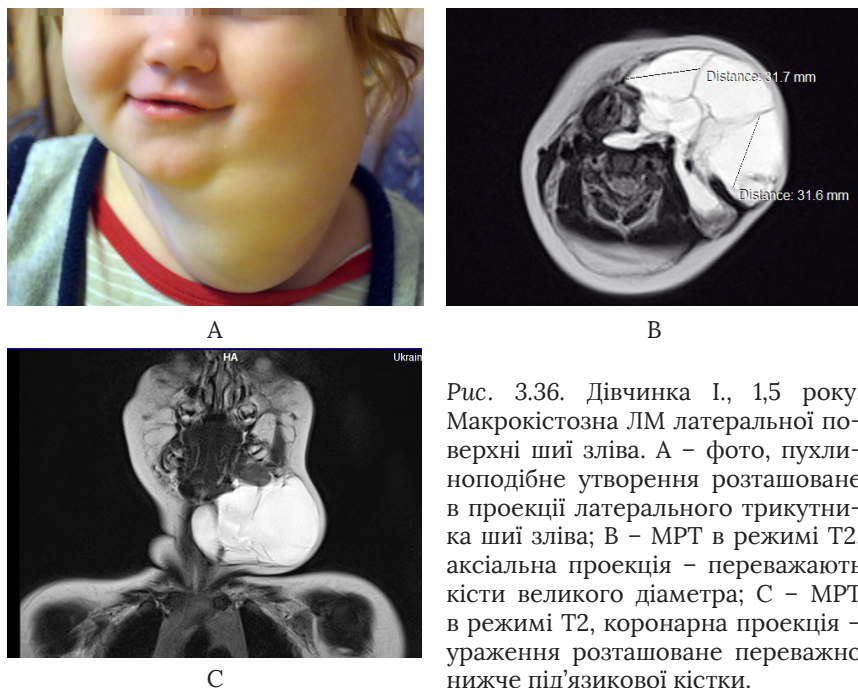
Дівчинка І, 15 року. Макрокістозна ЛМ латеральної поверхні шиї зліва. А – фото, пухлинноподібне утворення розташоване в проекції латерального трикутника шиї зліва; В – МРТ в режимі Т2, аксіальна проекція – переважають кісти великого діаметра; С – МРТ в режимі Т2, коронарна проекція – ураження розташоване переважно нижче під'язикової кістки.
